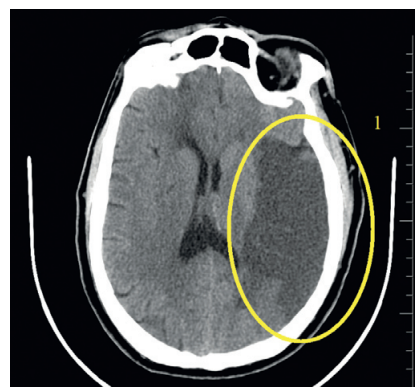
Мультиспиральная компьютерная томография головного мозга на следующие сутки после каротидной эндартерэктомии: 1 — острое нарушение мозгового кровообращения по ишемическому типу в теменно-височной области слева
